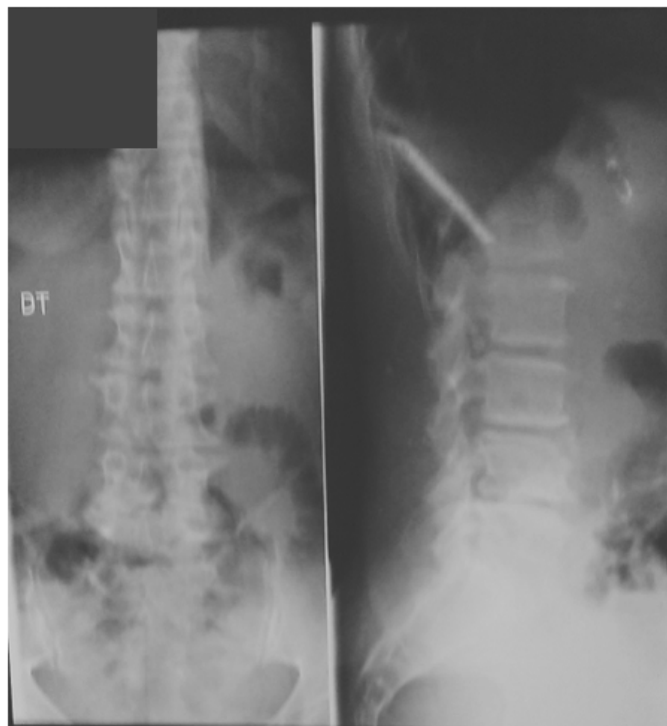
Radiographie du rachis lombo-sacré de face et de profil : Notons l'hypertransparence diffuse avec discopathie étagée de L2-L3 ; L3-L4 et L4-L5 chez un sujet jeune porteur de thalassémie
